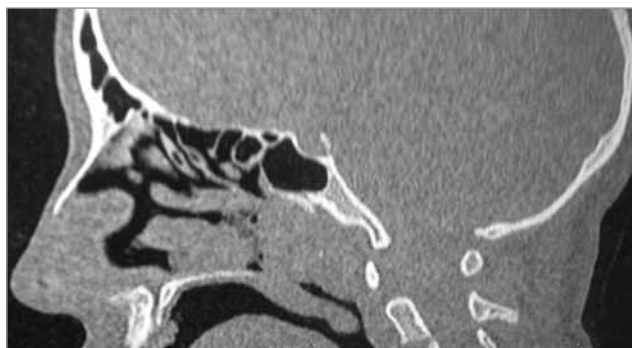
Комп'ютерна томограма пацієнтки С., 14 років, сагітальна проекція. Аденоїдні вегетації поширюються у порожнину носа на 3 см
